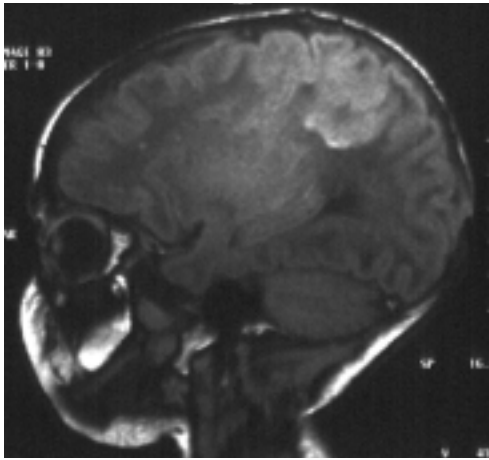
МРТ ребенка в возрасте 28 дней с неонатальной эпилептической энцефалопатией и синдромом Охтаха. Визуализируется клеточная нейрональная гетеротопия в левой гемисфере. Неонатальные судороги – асимметричные тонические спазмы, офтальмические и генерализованные клонические.
